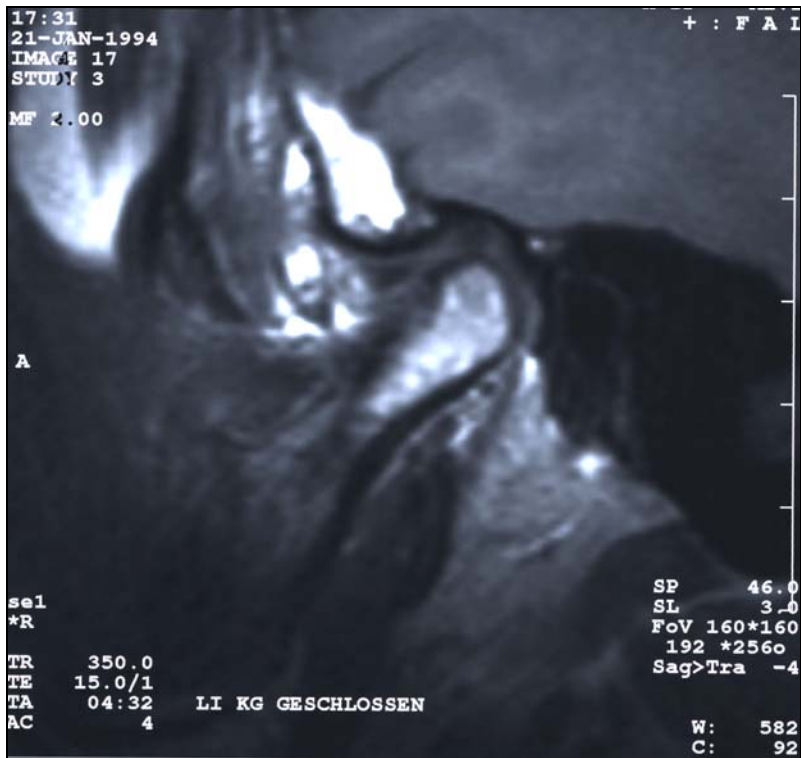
linkes Kiefergelenk sagittal geschlossen im MRT Schicht 46
